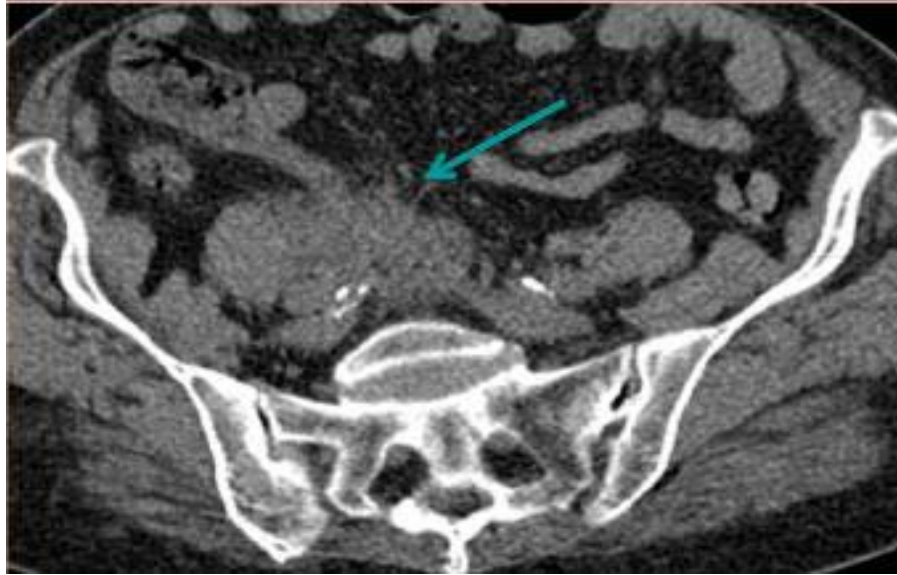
TDM abdominal objectivant une agglutination des anses digestives sous forme d'une masse hétérogène de la FID : Plastron appendiculaire
